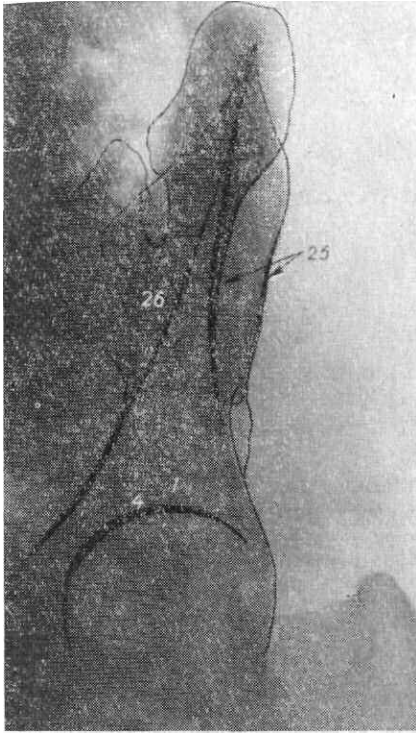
Прицельная рентгенограмма крыла подвздошной кости в косой передней проекции.
